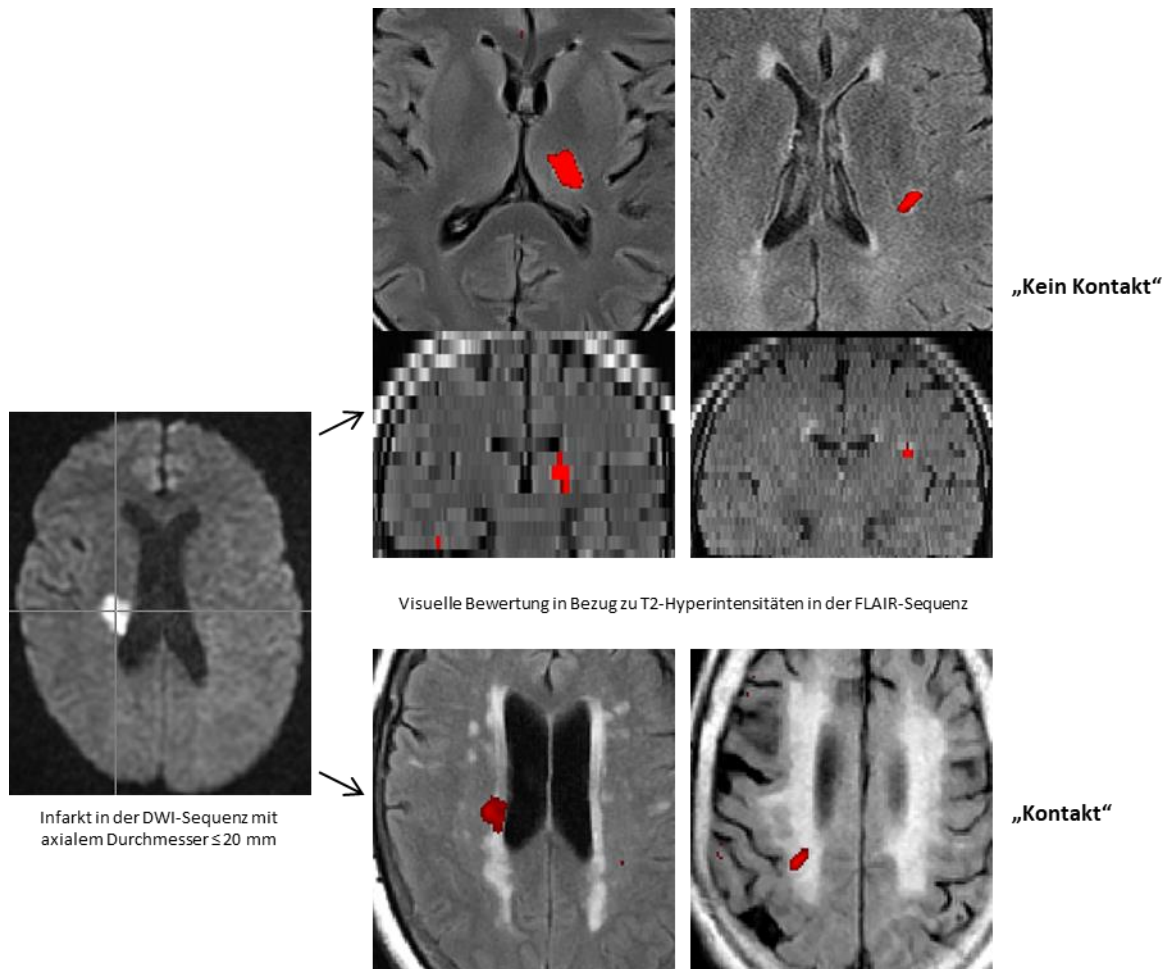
Visuelle Bewertung der Infarkttopographie bei Infarkten mit einem Durchmesser ≤ 20 mm: Durch übereinander gelagerte Bildkontraste der DWI-Läsion und FLAIR-Sequenzen konnten Infarkte mit Kontakt/Überlappung zu T2-Hyperintensitäten der Gruppe „Kontakt“ zugeordnet und Infarkte ohne Kontakt zu T2-Hyperintensitäten der Gruppe „Kein Kontakt“ zugeteilt werden.
